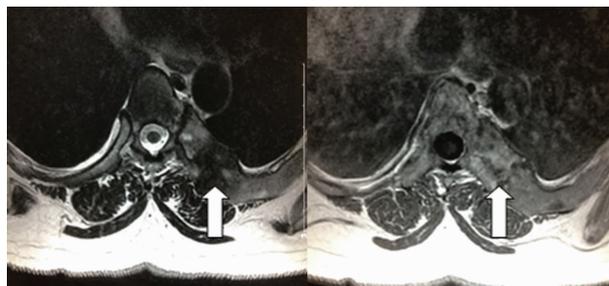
左侧第 8 肋骨病灶 MRI 检查横断位图像
